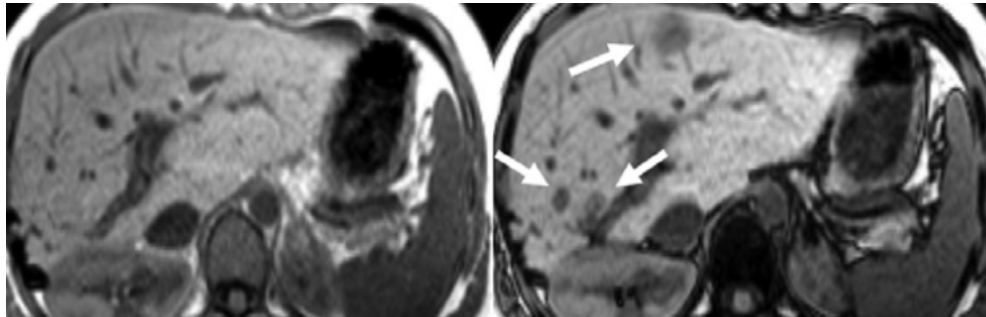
Resonancia magnética en fase y fuera de fase. Señalando áreas de esteatosis focal. (Virarkar M, Szklaruk J. What's New in Hepatic Steatosis. Seminars in Ultrasound, CT and MRI)
